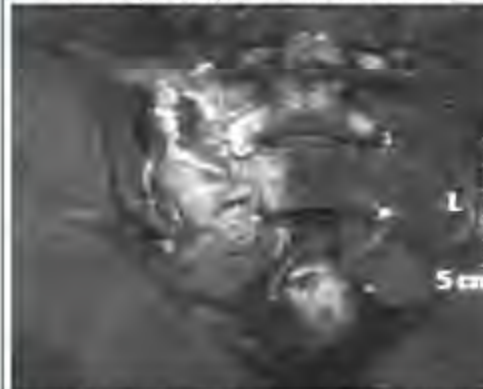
IRM en T1 Fatsat gado : Rehaussement important après injection de gado avec une zone de nécrose centrale.
